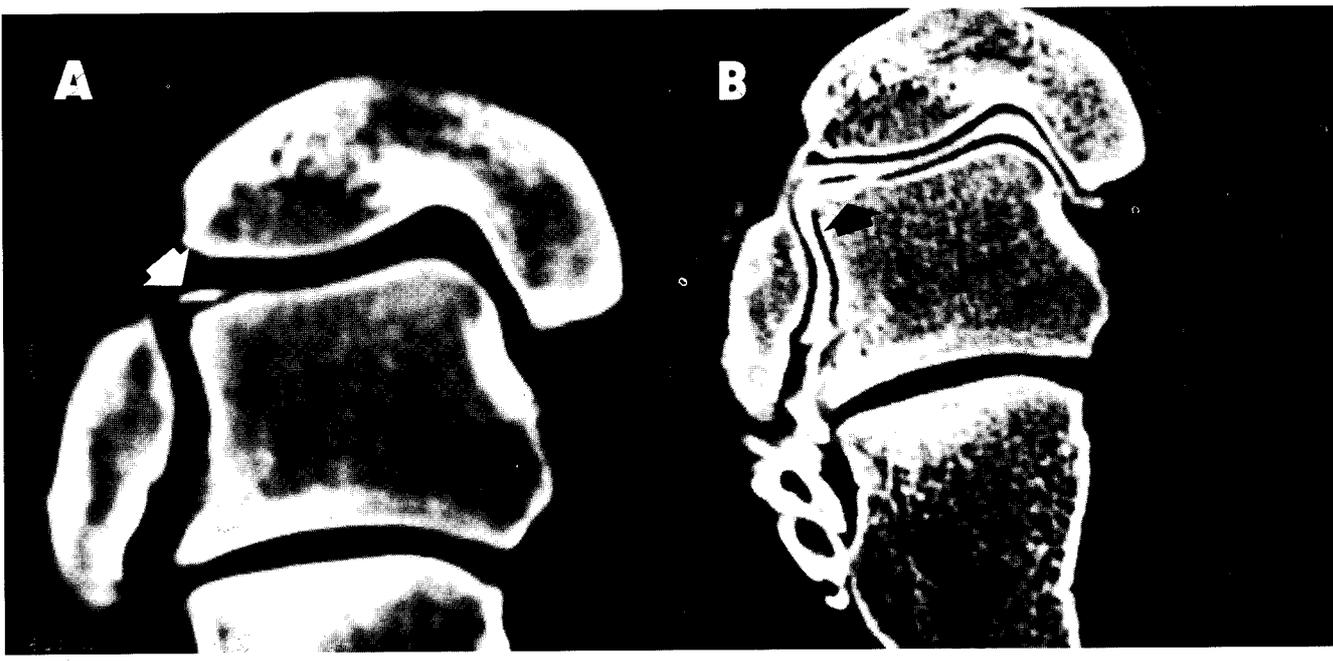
Osteocondrite dissecante di IV grado dello spigolo esterno dell'astragalo. A) Esame basale: frammento osseo dissecato lievemente sollevato (freccia). B) Artro-TC: penetrazione del MDC nel cratere a circoscrivere il frammento instabile (freccia).
